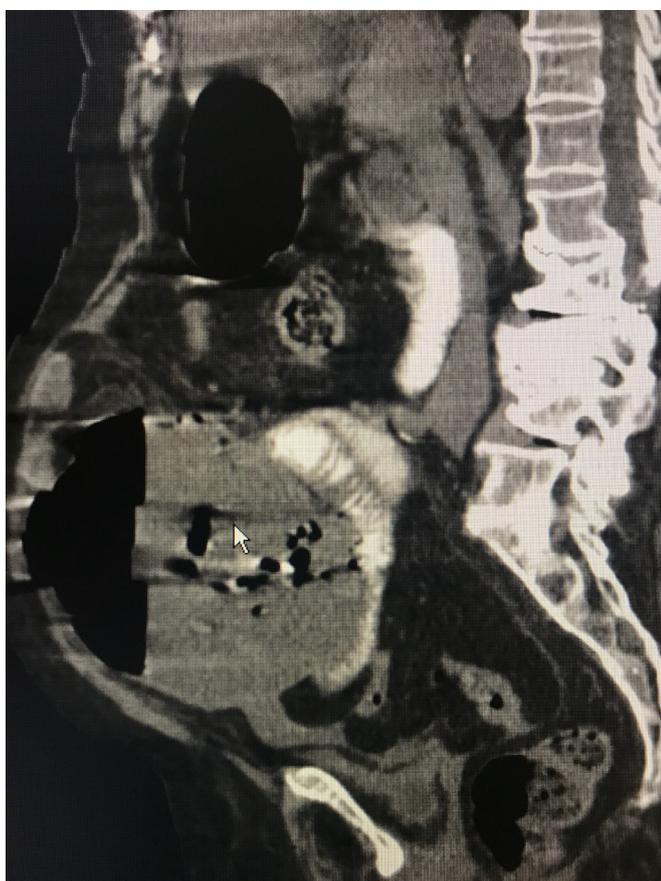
TC corte sagital
